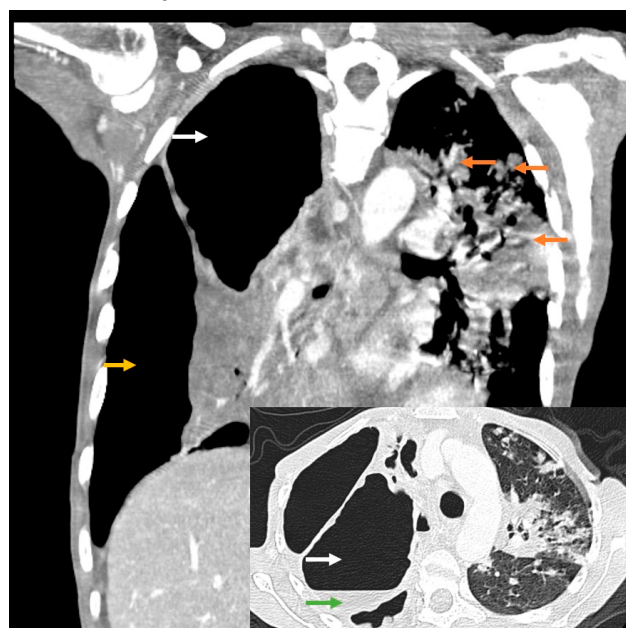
CT scan coronal and axial views.
